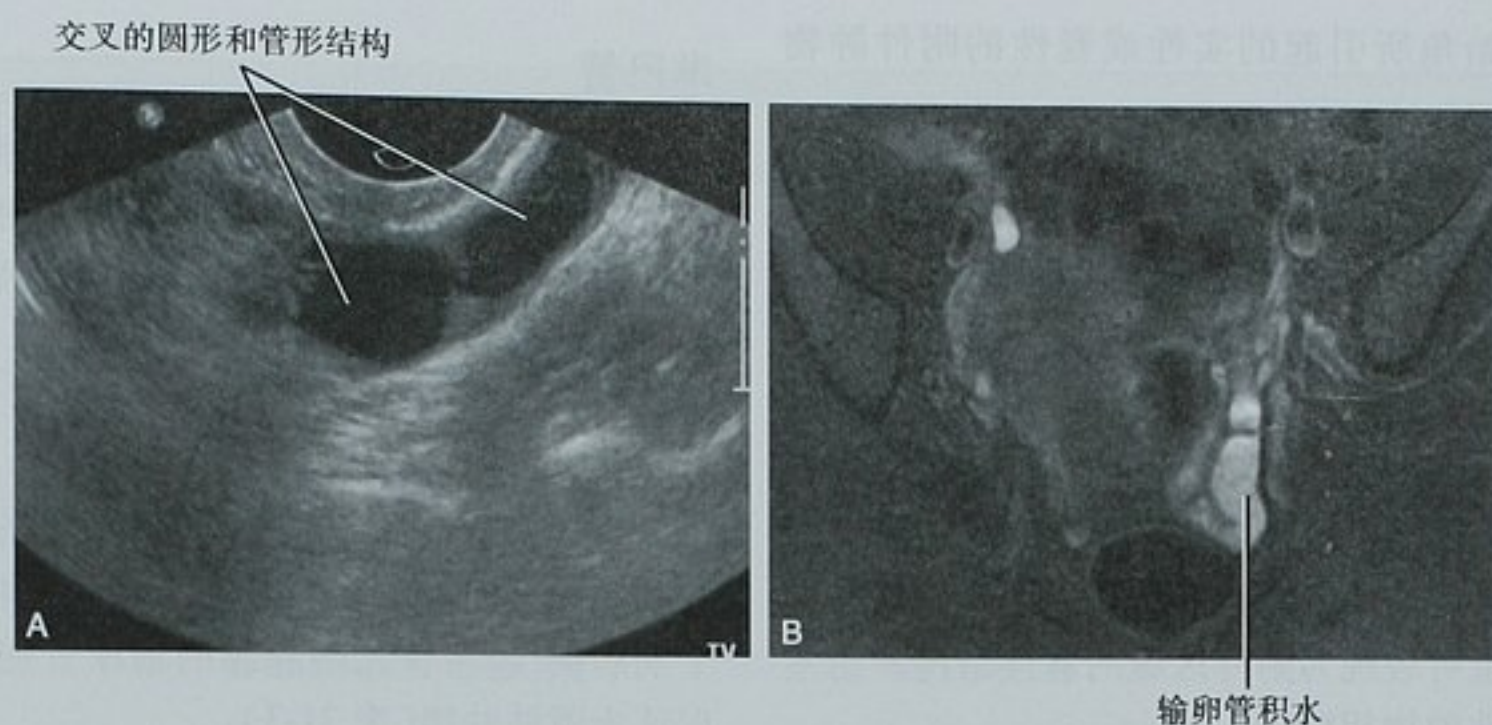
输卵管积水的影像表现。A. 左侧附件矢状面的阴道超声图像显示相邻的圆形和管形无回声结构；B. 同一患者横断面 T2WI MRI 图像更好地显示了该结构的管形特质
